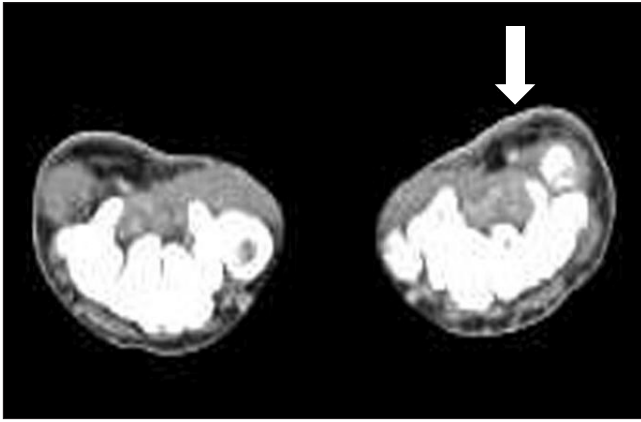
Axial computed tomographic image obtained four months after surgery demonstrates complete removal of the lesion without regrowth and no abnormal blood flow of ulnar artery in the region of the hypothenar eminence (white arrow).
